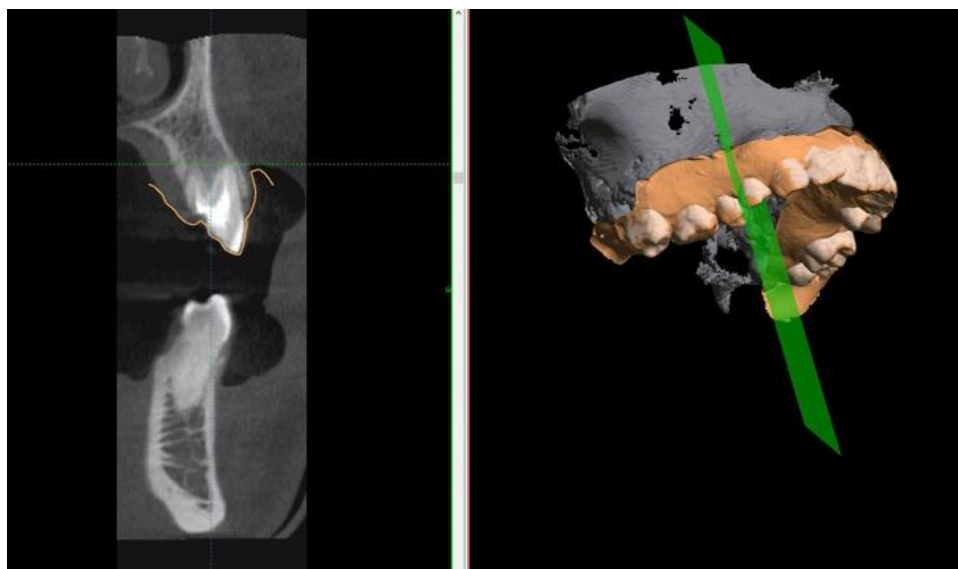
Сопоставление компьютерной томографии и внутриворотного сканирования
